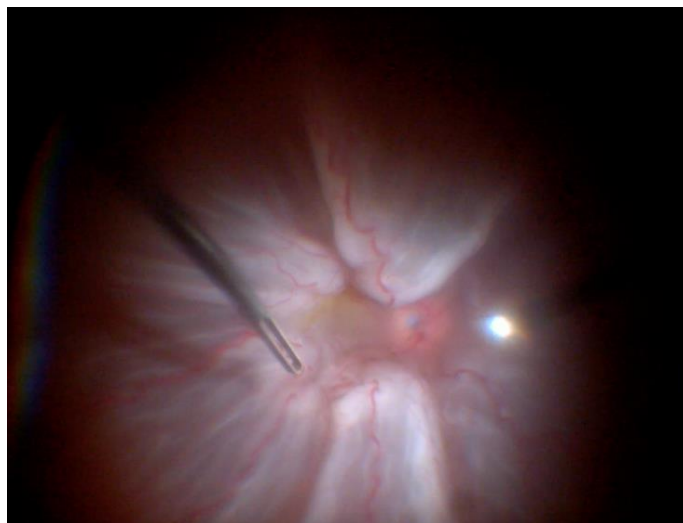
Глазное дно пациента через 36 суток после тяжелой контузии. Воронкообразная отслойка сетчатки, ПВР D-1
